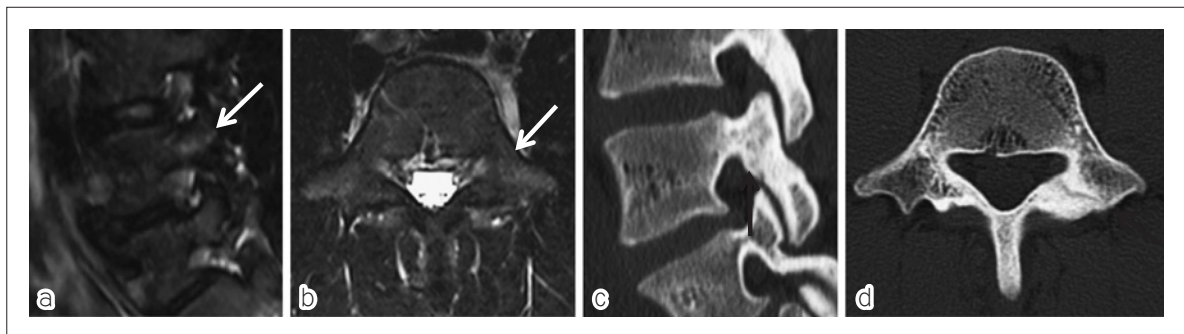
初診後3ヶ月の時点でMRI STIR 像で低信号(図6a, b: 白矢印)となった.
